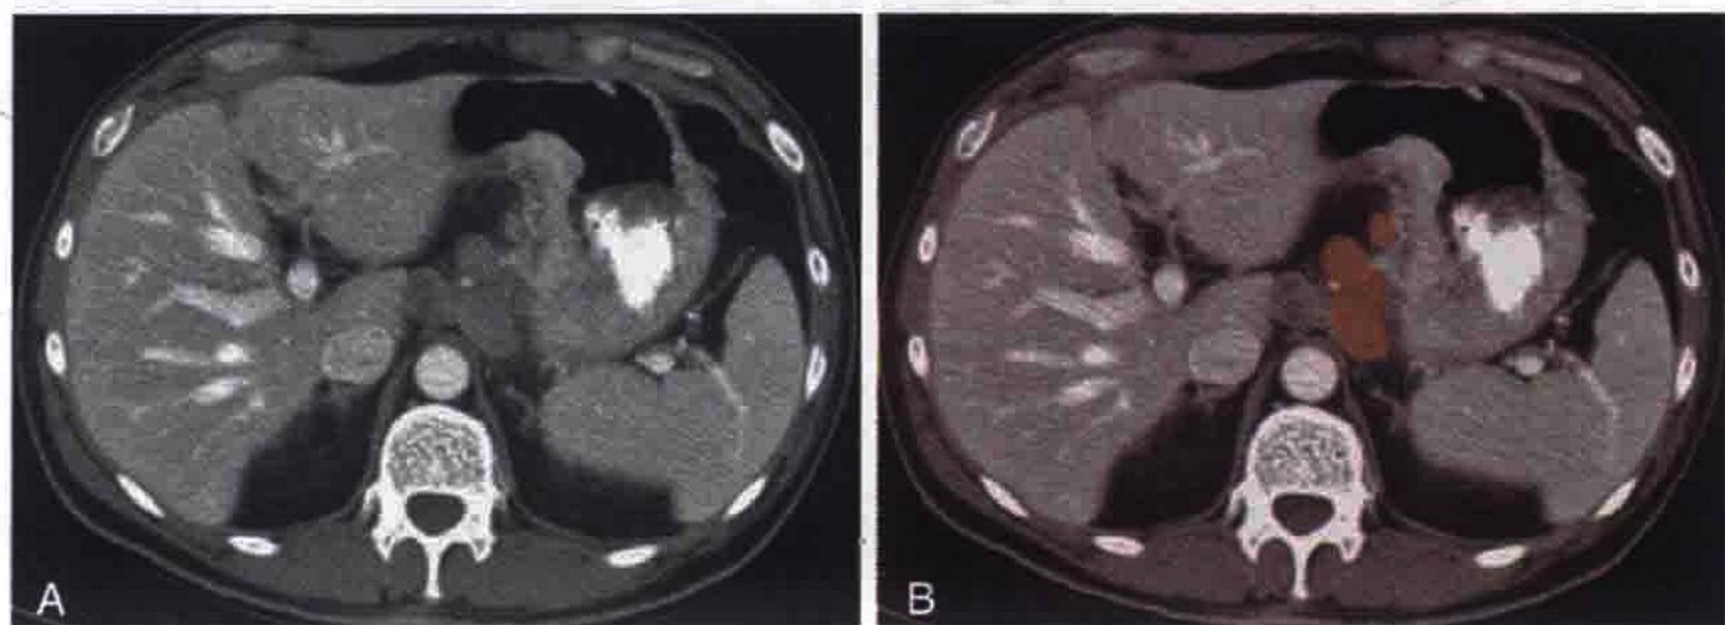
横轴位 CT 扫描显示胃癌患者肝胃间淋巴结肿大（橘黄色）沿胃小弯分布
